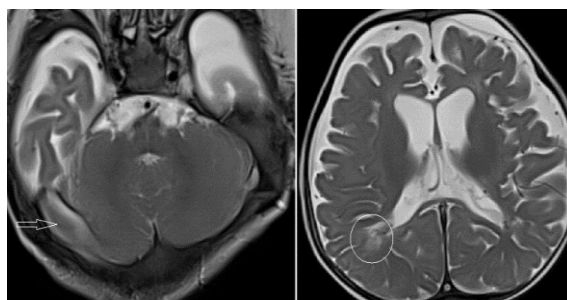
Phim chụp MRI sọ não T2W axial ghi nhận giãn lớn xoang Sigmoid bên trái (mũi tên trắng nhỏ) với tín hiệu "flow void", phù não chất trắng do ứ trệ tuần hoàn tĩnh mạch (mũi tên trắng lớn), nhu mô não teo nhẹ gây giãn não thất bên hai bên (mũi tên đen)
